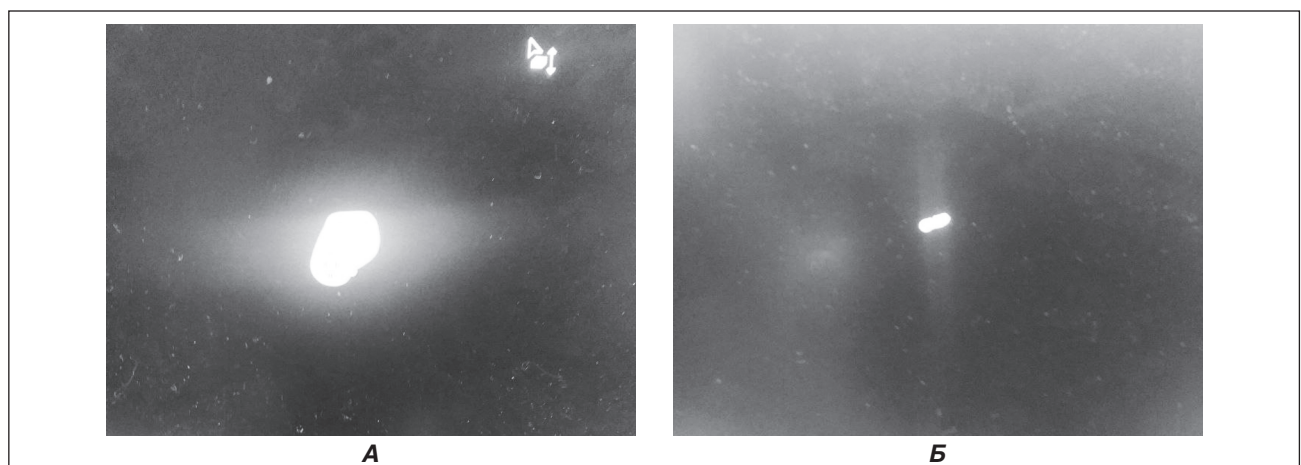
МСКТ металевих сторонніх тіл у пінопластовій моделі: А — два сторонні тіла моделі; Б — одно стороннє тіло моделі
